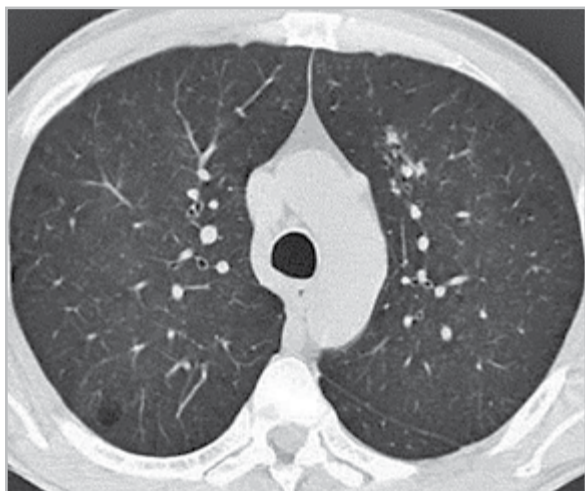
Фрагмент компьютерной томограммы органов грудной полости, «легочное» окно: по сравнению с рис. 1 отмечается уплотнение очагов в С3 левого легкого
